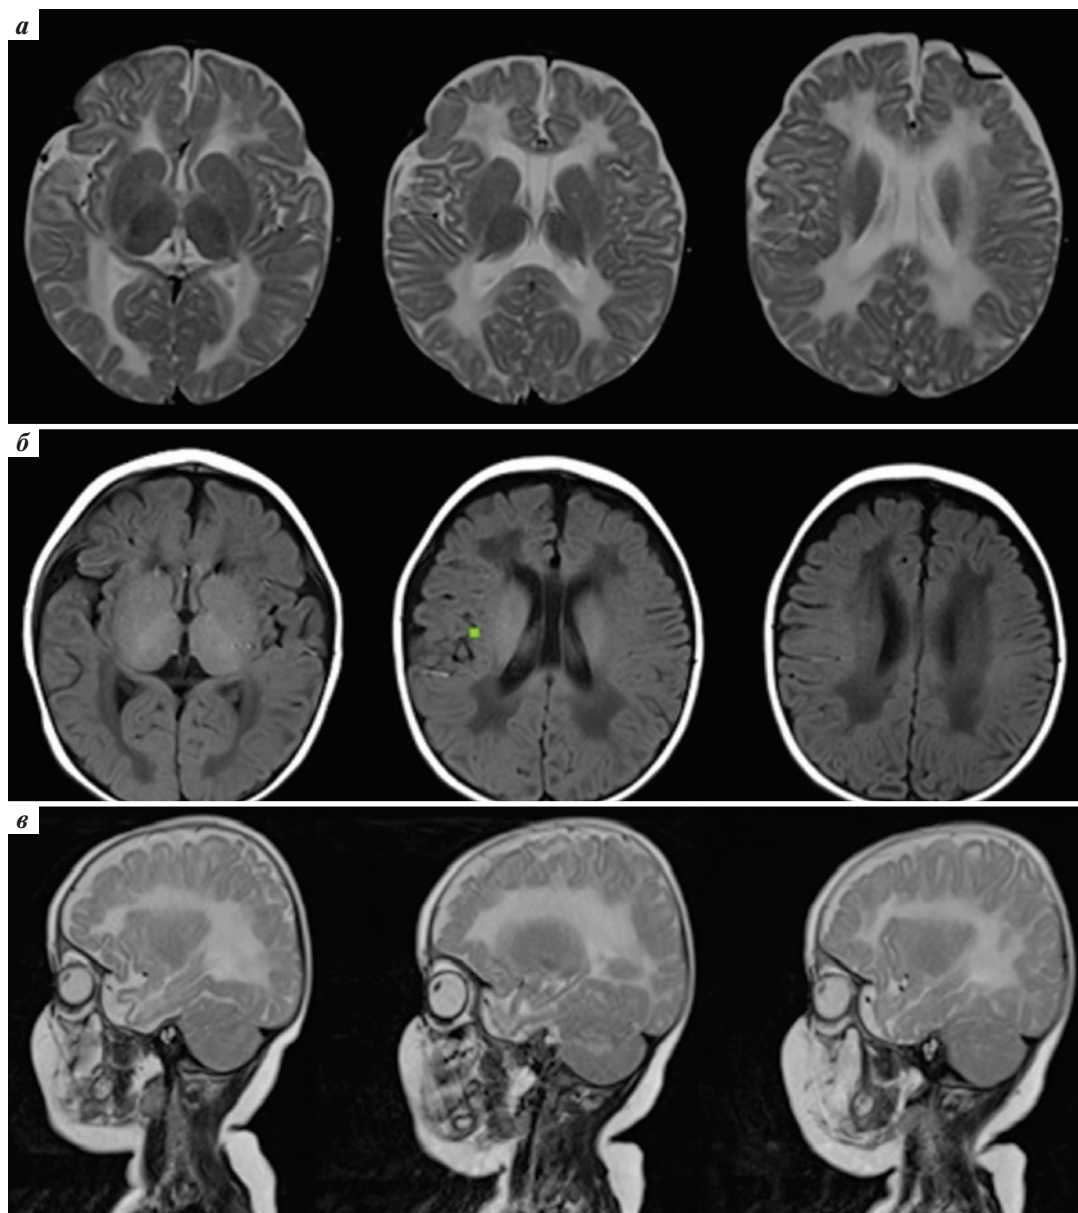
Магнитно-резонансная томография головного мозга пациента в возрасте 9 мес, симметричное двухстороннее поражение белого вещества головного мозга: а – в режиме T2-взвешенных изображений Ax; б – в режиме T1-взвешенных изображений Ax; в – в режиме T2-взвешенных изображений Sag
